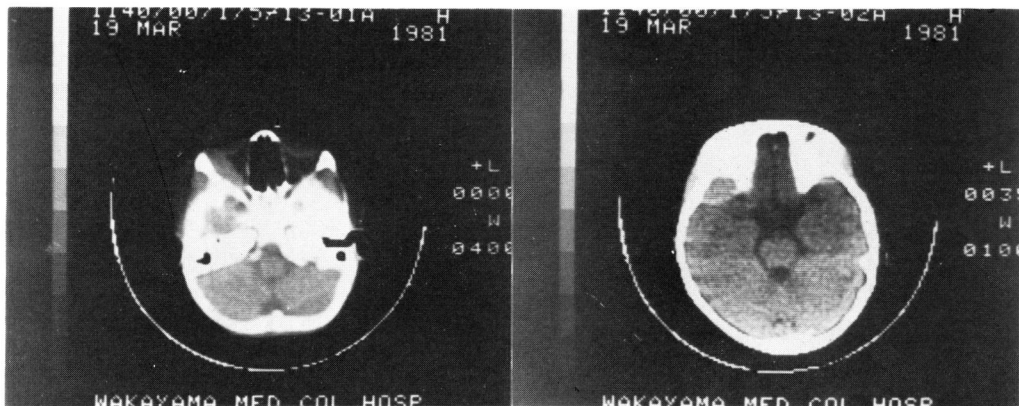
症例11 頭部 CT スキャン。左眼窩部に骨転移像をみとめる。
